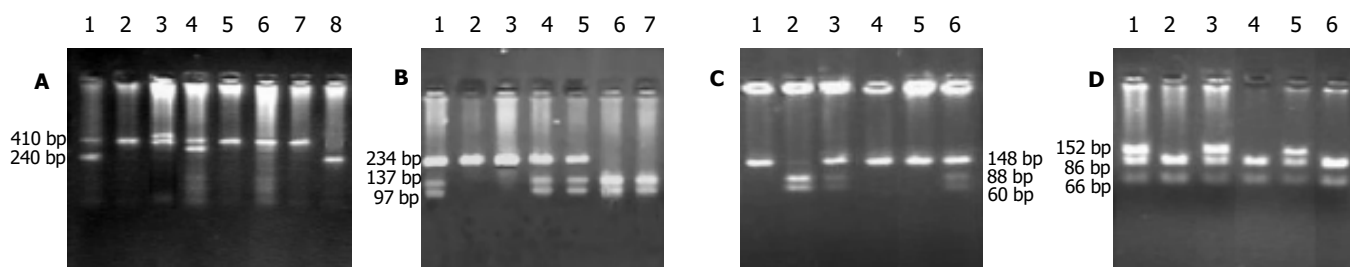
A: IL-1RN各基因型电泳图; 2、5、6、7: 1/1型; 1: 1/2型; 3: 1/3型; 4: 1/4型; 8: 2/2型; B: IL-1B-31位点各基因型电泳图; 2、3: CC型; 1、4、5: CT型; 6、7: TT型; C: IL-1B-511位点各基因型电泳图; 2: CC型; 3、6: CT型; 1、4、5: TT型; D: IL-1B+3954位点各基因型电泳图; 2、4、6: CC型; 1、3、5: CT型。
